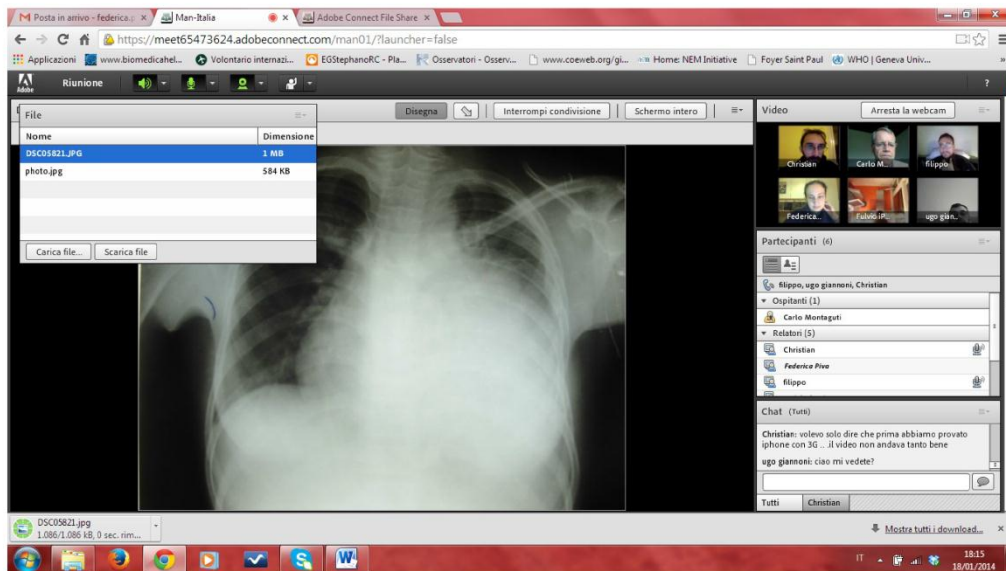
Visualizzazione della finestra per caricare e scaricare file. In questo caso l'immagine radiografica. Adobe Connect in modalità "Sharing".
